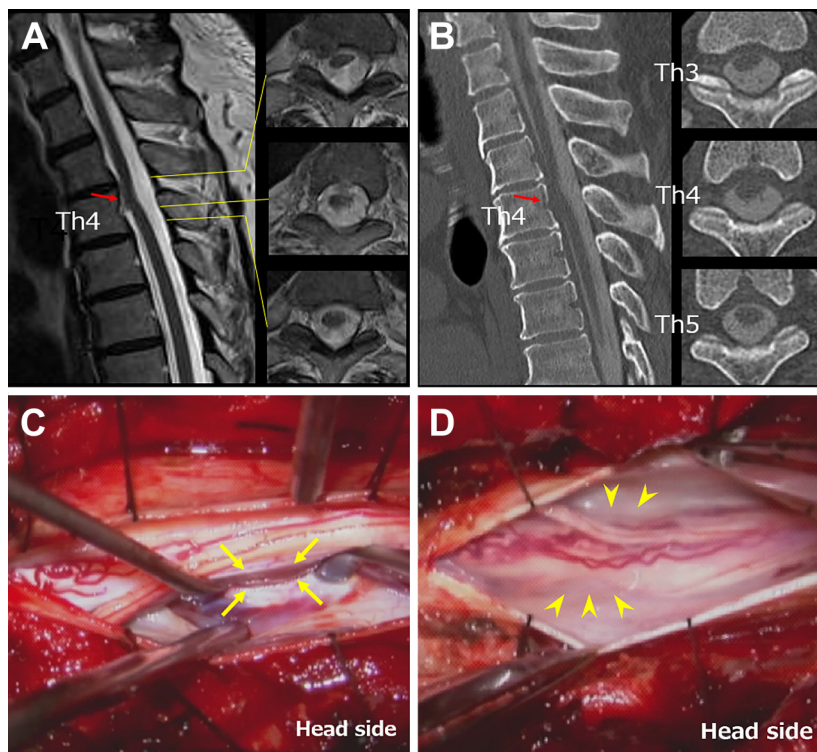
Thoracic spinal MRI, thoracic spinal CT myelography and intraoperative photographs.
